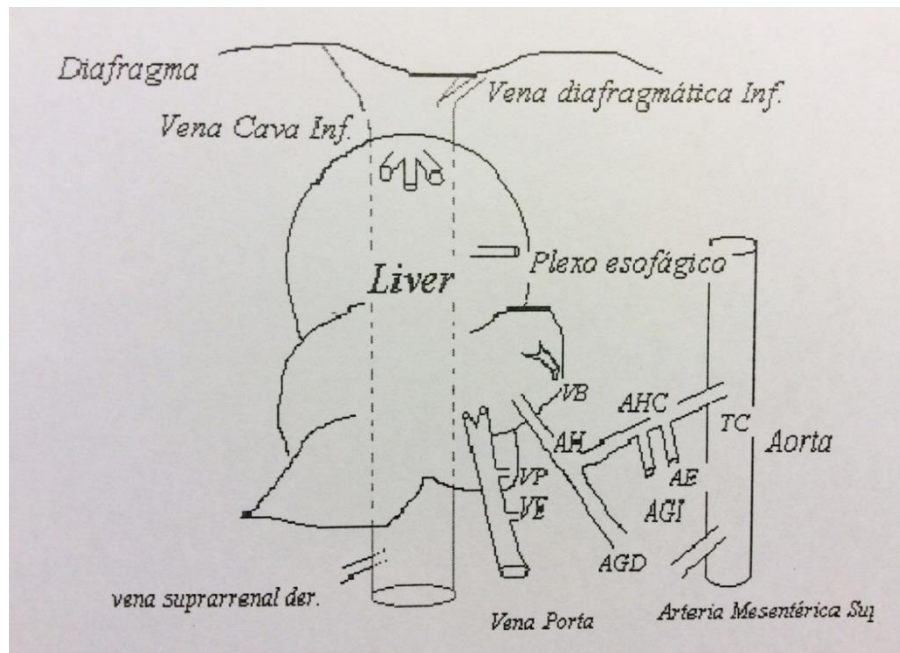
Anatomía hepática de la ratona. VP: vena porta; VE: vena esplénica; VB: vía biliar; AH: arteria hepática; AHC: arteria hepática común; AGD: arteria gástrica derecha; AGI: arteria gástrica izquierda; AE: arteria esplénica; TC: tronco común.
